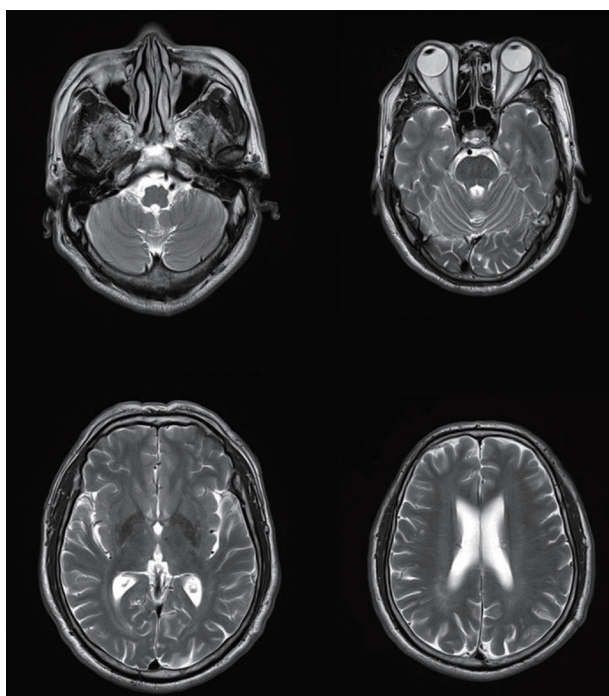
Brain MR image shows no definite abnormal findings.
